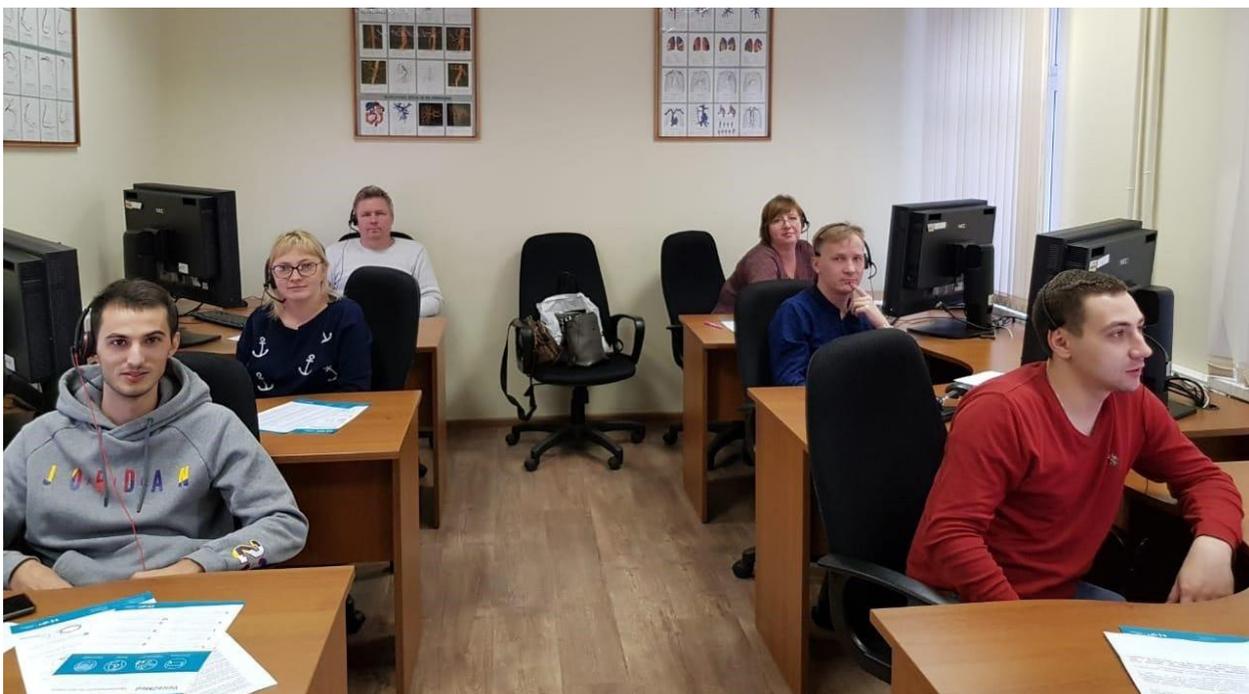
Группа врачей-рентгенологов, проходящих очное обучение применению технологии распознавания речи
